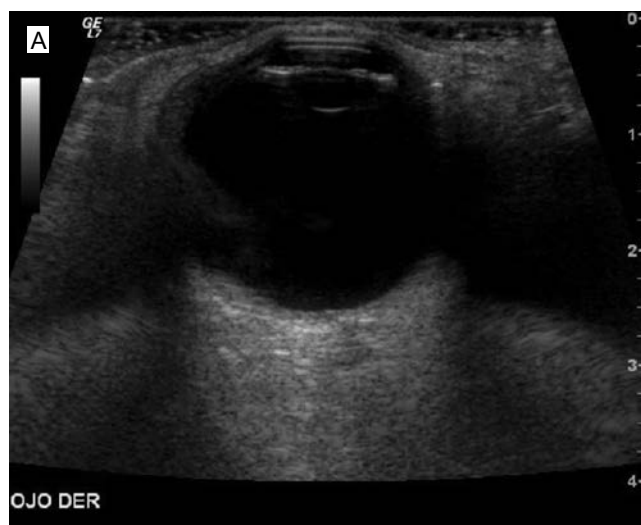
Ultrasonido orbital: paciente con cataratas, ecos de bajo nivel en el cristalino.
